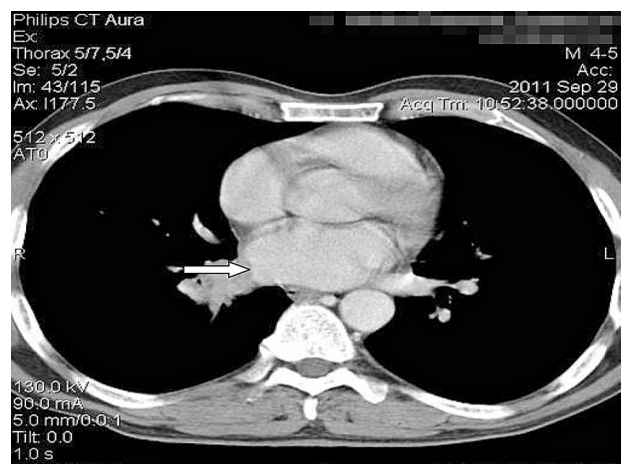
Компьютерная томография больного Л. Прорастание опухоли легкого в левое предсердие (указано стрелкой)
